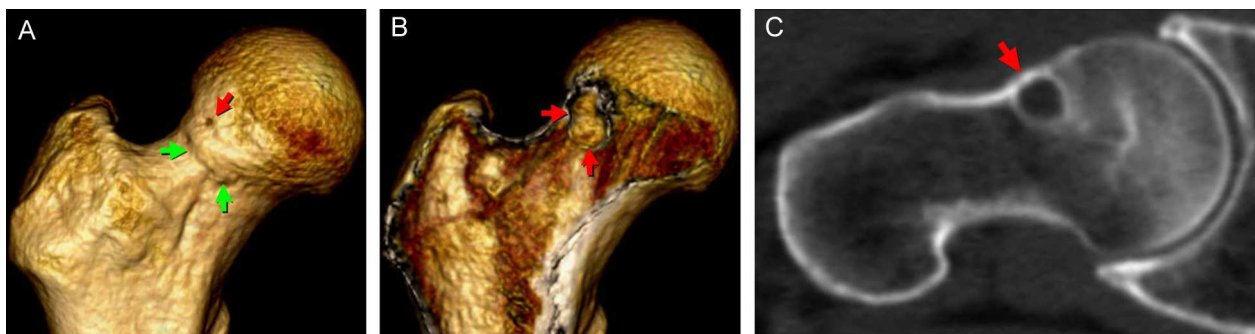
Placa reactiva y *herniation pit*. Varón de 47 años, asintomático. TC multidetector con reconstrucciones A y B) 3D anteroposterior y C) multiplanar axial oblicua. Área reactiva de perfil levemente elevado (flechas verdes) y *herniation pit* subyacente (flechas rojas). El lector puede ver esta figura en color en la versión electrónica del artículo.
